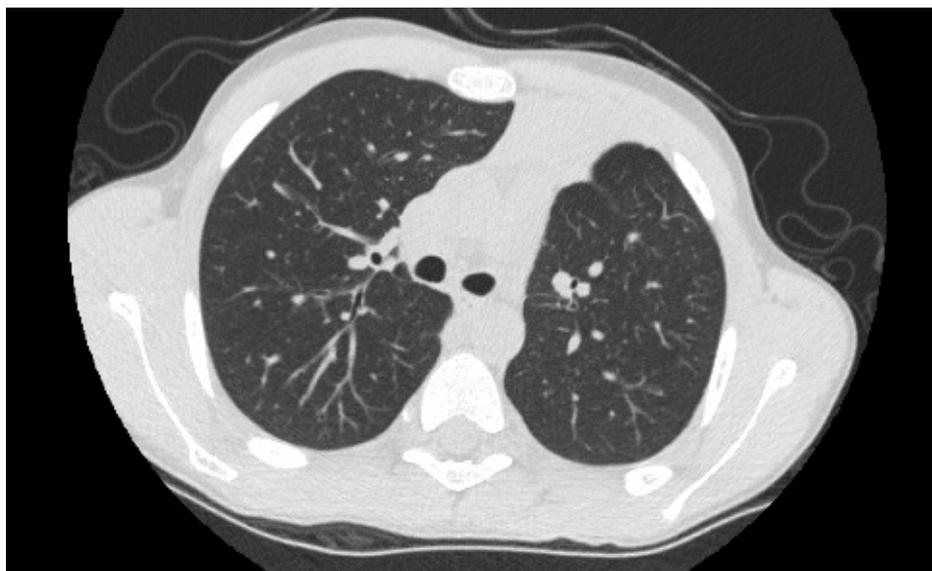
КТ-картина легких у пациента Т.А. за 9 месяцев до COVID-19
